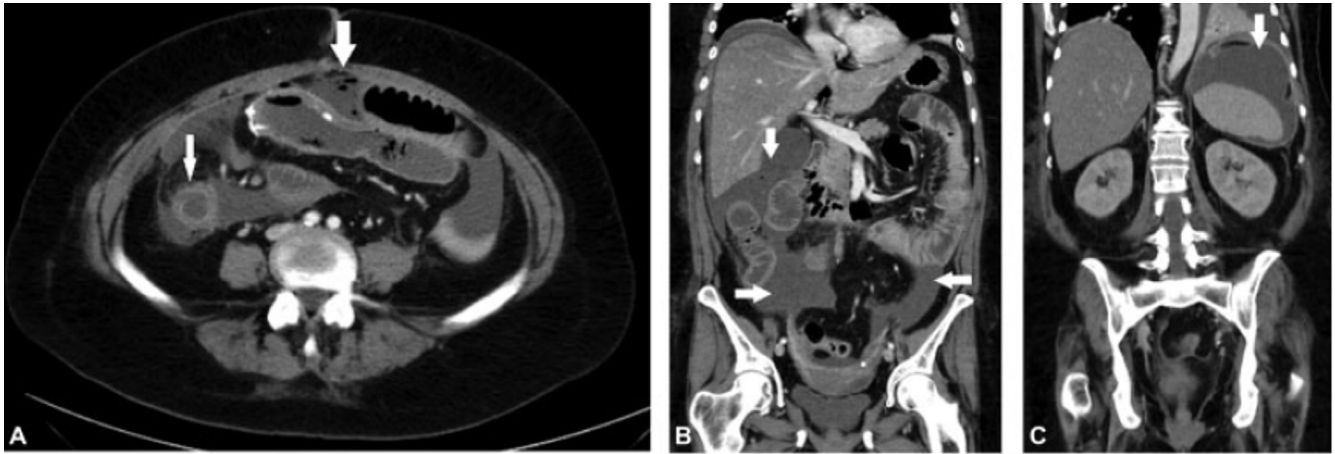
Tomografía con acumulación de aire y líquido perianastomótico
